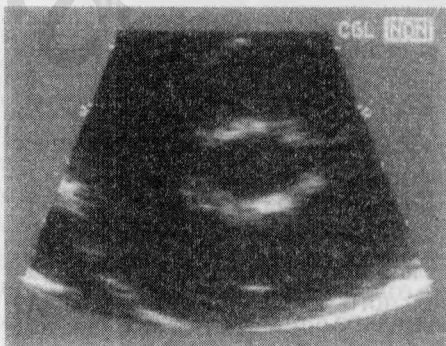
Митральный стеноз; рассечение обоих сращений в ходе чрескожной митральной комиссуротомии. Трансторакальная эхокардиограмма из доступа по короткой оси
